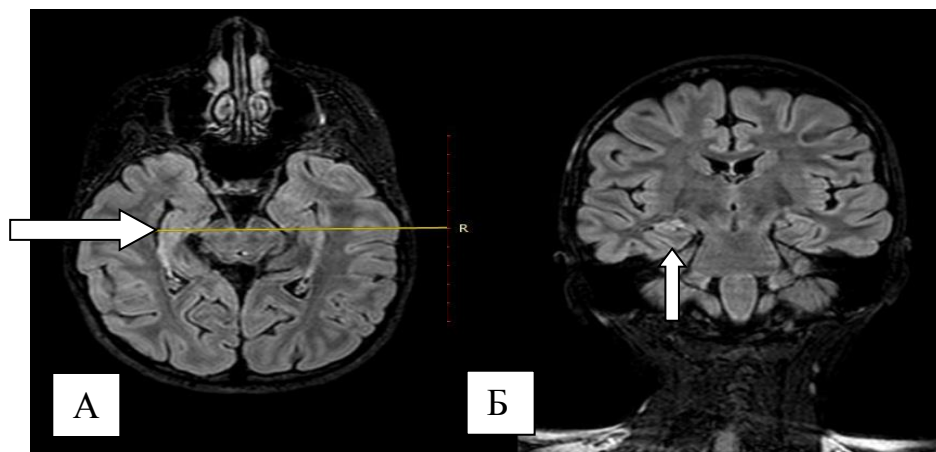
МРТ головного мозга (3 Тл) пациентки Г-ой, 11 лет, история болезни №1612-2016, с ФКД Па типа правой височной доли. А. В режиме VFLAIR-VISTA SENSE, аксиальный срез, в парасагиттальном отделе правой височной доли, медиально от треугольника желудочка повышение сигнала протяженностью 14 мм, прилежащее субарахноидальное пространство расширено. Б. В режиме VFLAIR-VISTA SENSE, коронарный срез
